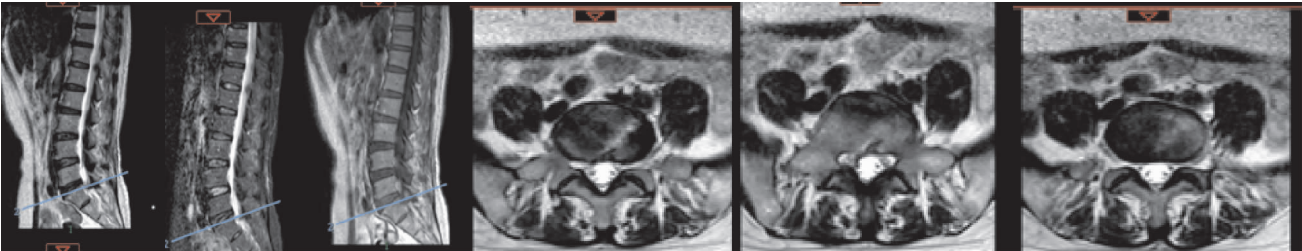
术后半年腰椎 MRI 提示 L₅S₁ 椎管无压迫,脱出椎间盘摘除干净,椎间及相邻椎间隙未见明显退变
